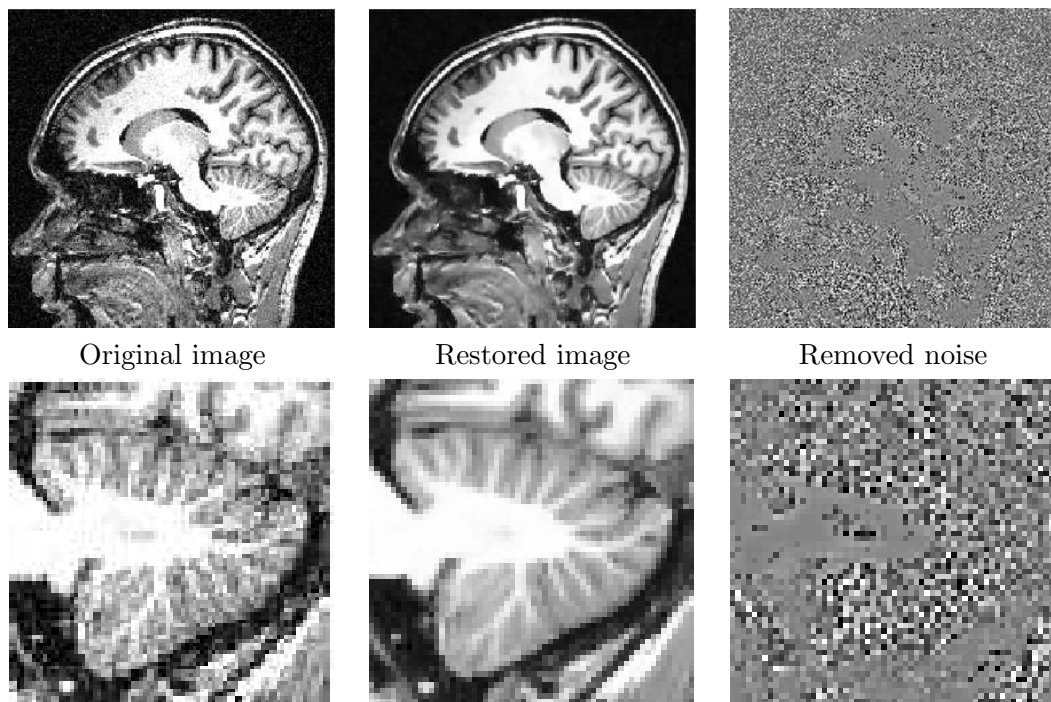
NL-means filter on a real T1-w MRI. Fully-automatic restoration obtained with the Optimized Blockwise NL-means filter on a 3 Tesla T1-w MRI data of  $256^3$  voxels in less than 3 minutes on a Intel(R) Pentium(R) D CPU 3.40GHz with 2Go of RAM . From left to right : Original image, denoised image, and difference image with gray values centered on 128. The whole image is shown on top, and a detail is displayed on bottom.
